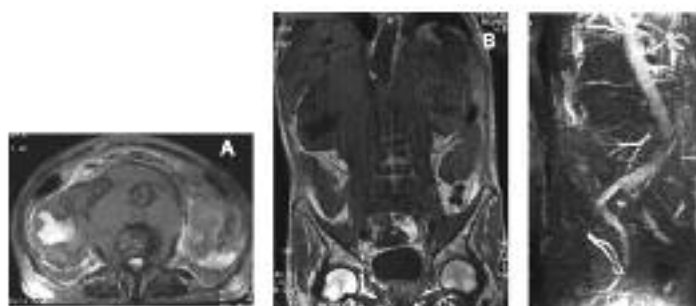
A) Resonancia magnética. Corte axial. Id. a fig. 4 A, pero se observa mejor la aorta en medio del tumor (signo de la aorta flotante). B) Resonancia magnética. Corte coronal. En este plano se observa la aorta solo en la parte superior y los músculos psoas. C) Angioresonancia. Gran desplazamiento de la aorta abdominal por el linfoma.
